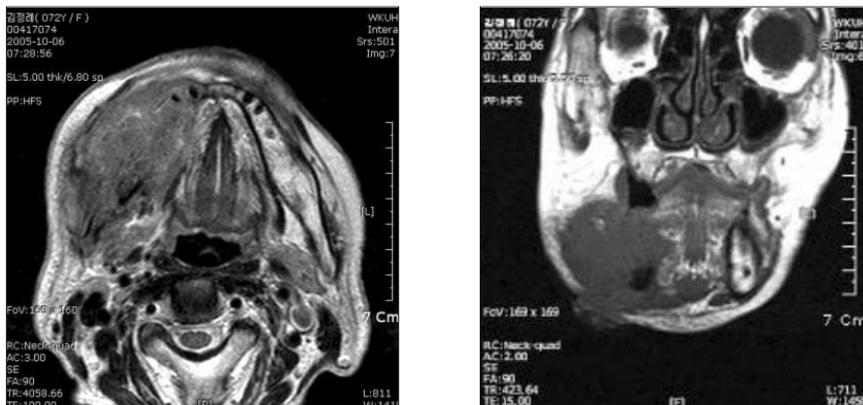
MRI showing the mass invading the contiguous masseter muscle and buccinator muscle and submandibular area and extends into a submandibular fistula.
